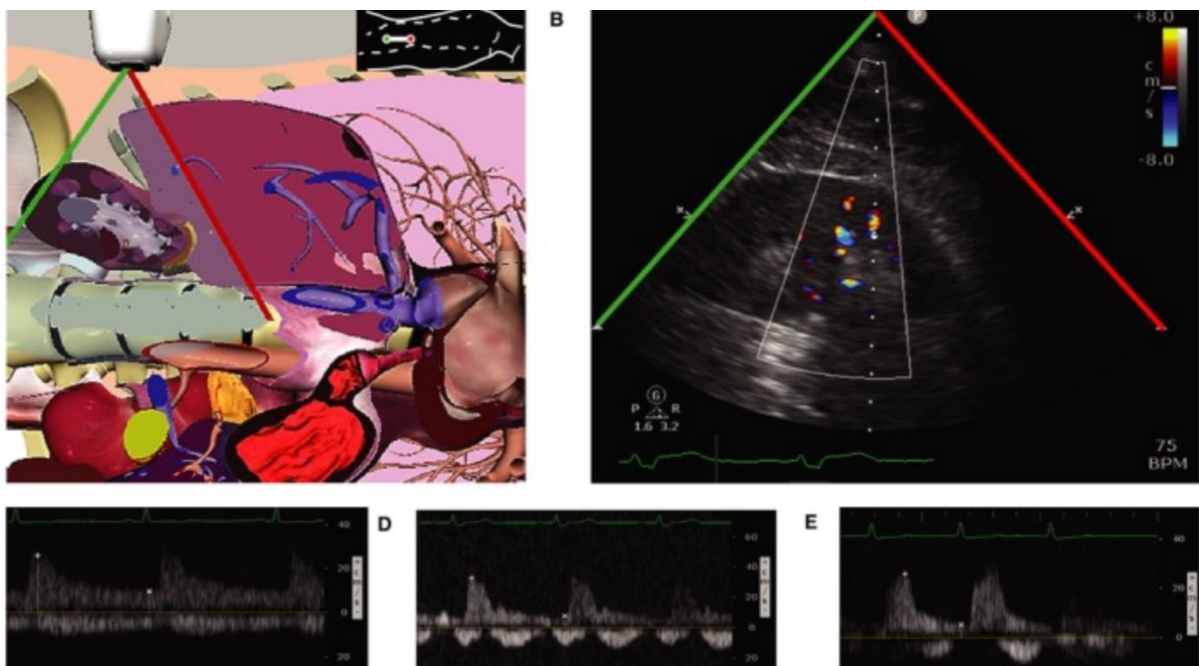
Positionnement de la sonde, image ultrasonore et enregistrements doppler rénal
